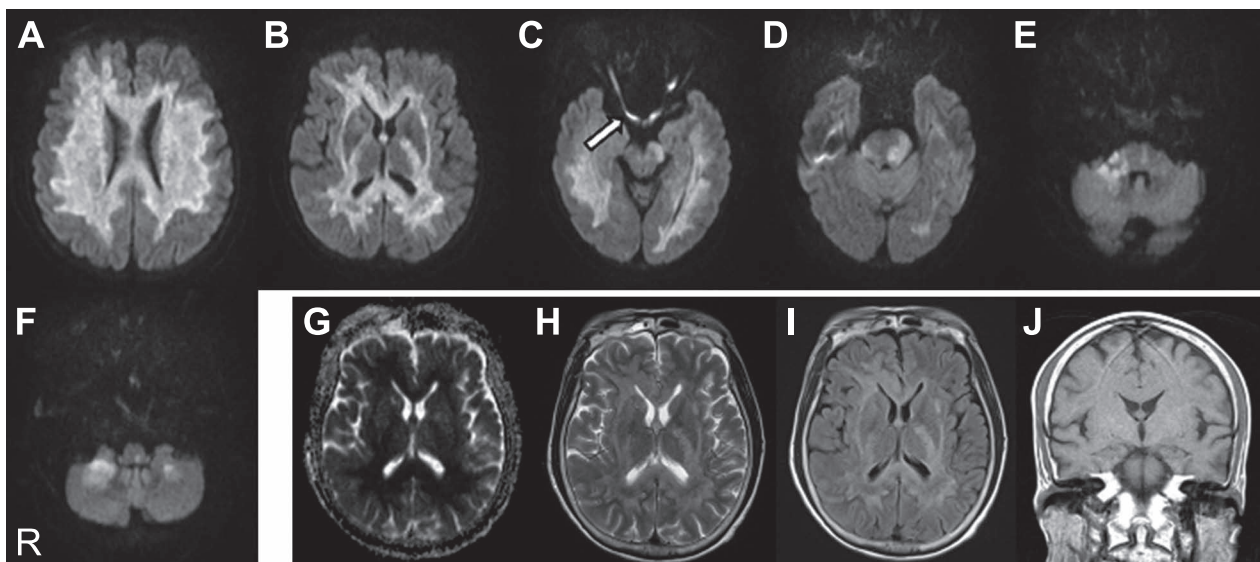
MRI of the brain on 26 days after chemotherapy.
